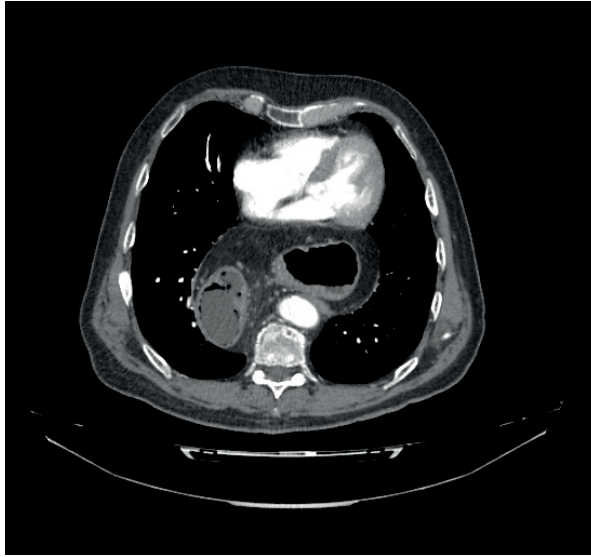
corte sagital de TC de tórax.
